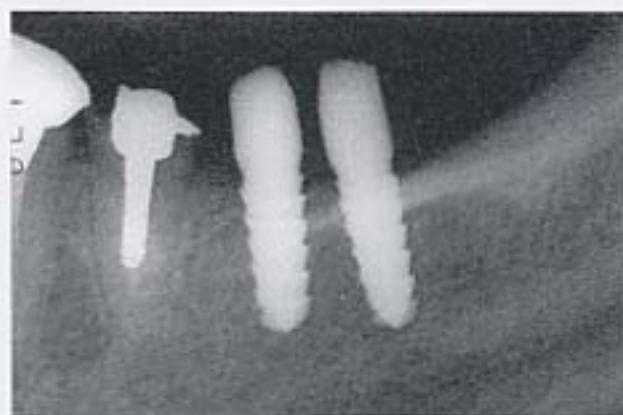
d インプラント埋入3ヶ月後のデンタルX線写真。インプラント周囲の骨の状態は良好に経過している。
